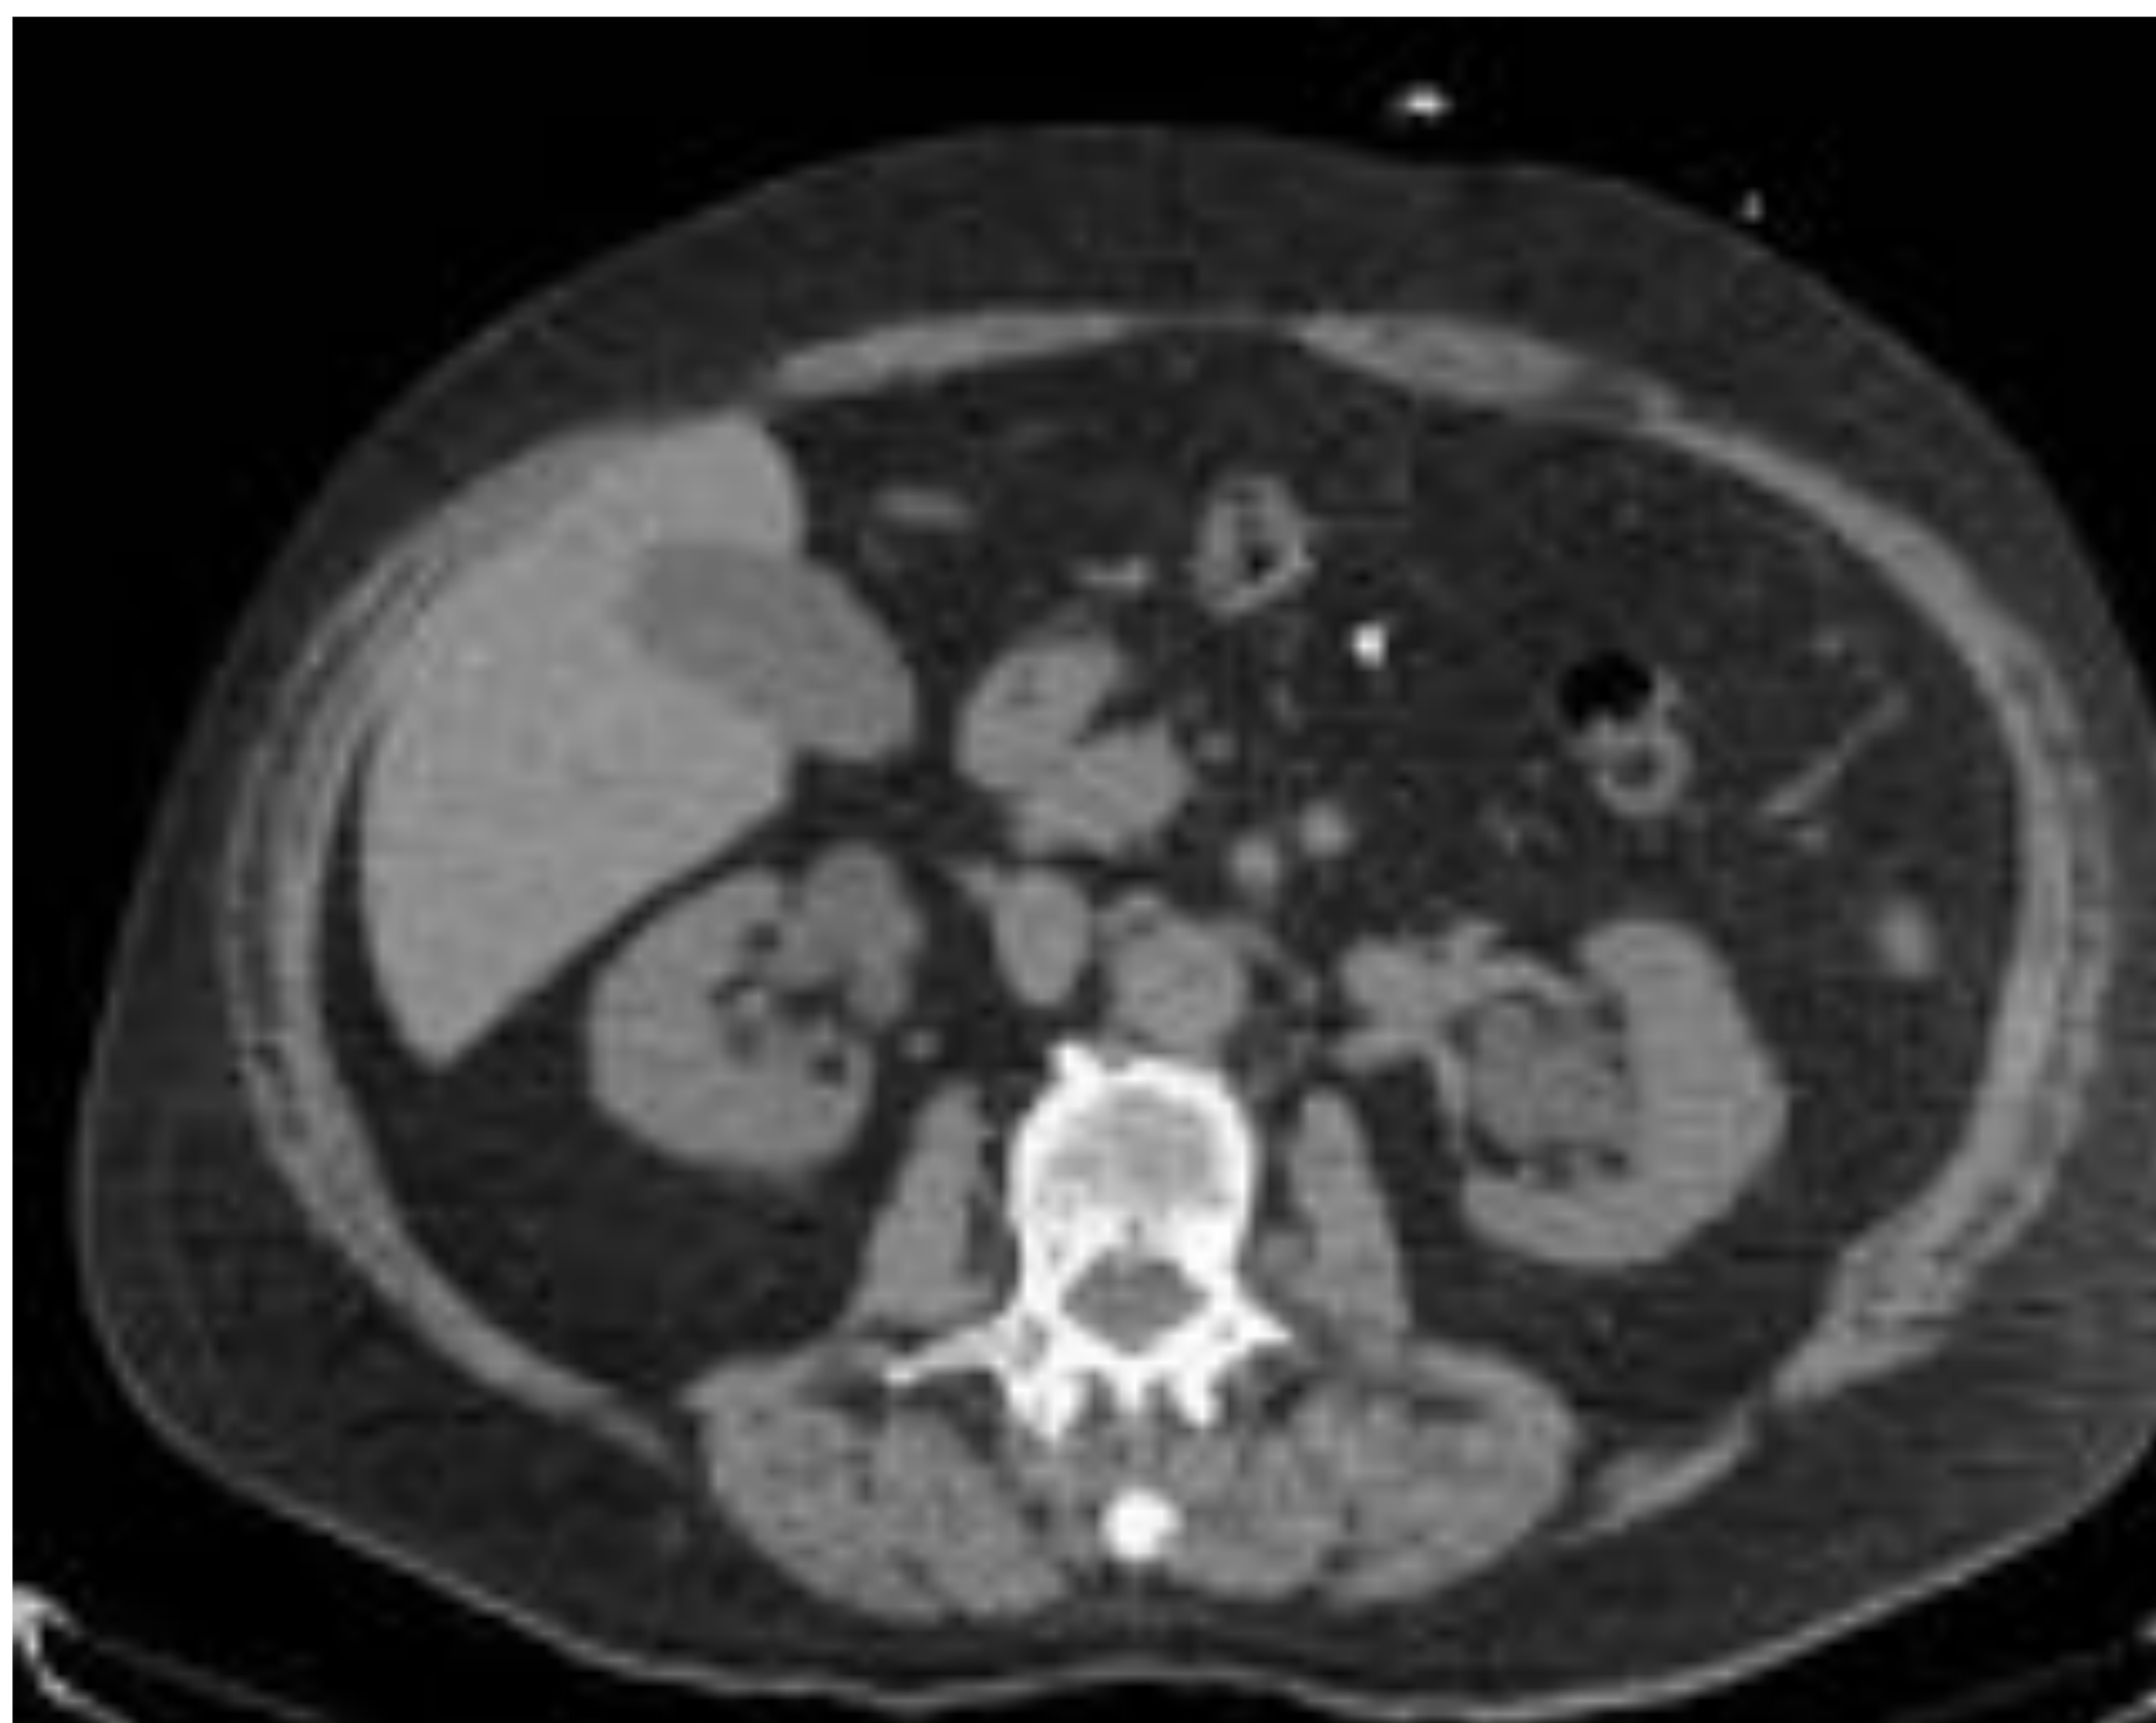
Colocación del catéter guiados por TC, dejando el extremo distal a nivel intra-peritoneal.
